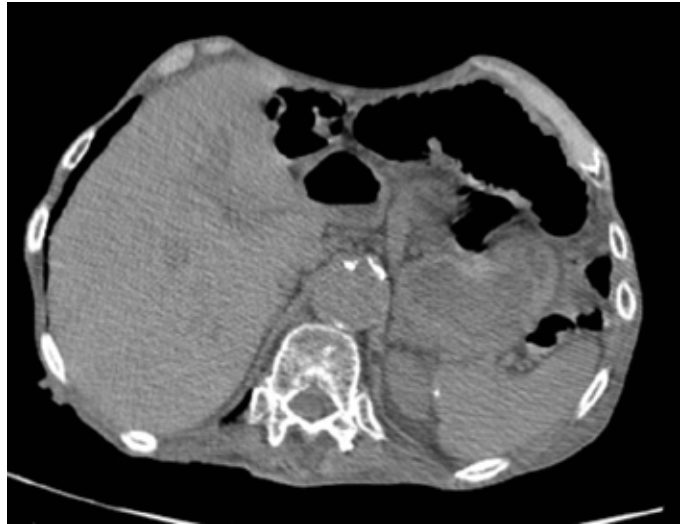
TC abdominal de controlo aos 3 meses após a alta com acentuada redução das imagens de AH.
